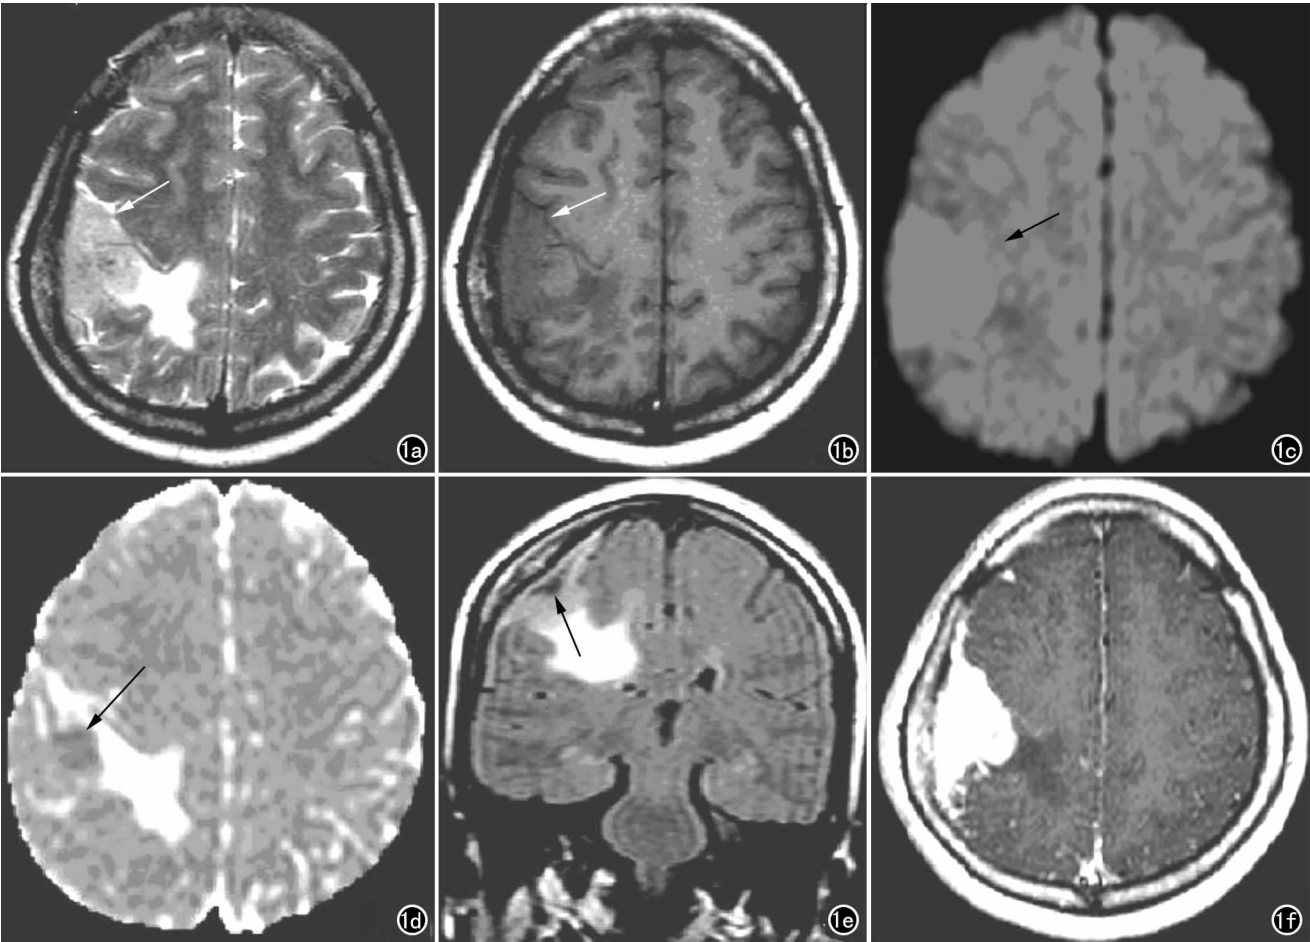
女,50 岁,脑膜上皮型脑膜瘤。a) 横轴面 T₂WI 示右顶顶板下方楔形病灶,呈稍高信号(箭),周围水肿呈高信号; b) 横轴面 T₁WI 示右顶顶板下方病灶呈等信号,其内混杂稍高信号(箭); c) 横轴面 DWI 示病灶呈高信号,信号欠均匀(箭); d) ADC 图显示右顶顶板下方病灶呈等信号,其内侧混杂稍低信号(箭),周围水肿呈高信号; e) 冠状面 FLAIR 示病灶呈扁平样紧贴顶板下方,呈稍高信号,内混杂条状低信号(箭),周围水肿呈高信号; f) 横轴面 T₁WI 增强扫描示病灶呈明显较均匀强化,邻近脑膜增厚强化,局部颅板增厚。
